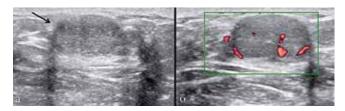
УЗИ левой молочной железы в В-режиме (а) и в режиме энергетического допплеровского картирования (б). Определяется образование овальной формы с четкими ровными контурами, неоднородной изоэхогенной структуры с гипоэхогенными и гиперэхогенными элементами (стрелка), отмечаются дорсальное акустическое усиление и боковые акустические тени (а). При энергетическом допплеровском картировании выявлены признаки умеренного кровотока по смешанному типу (б)
